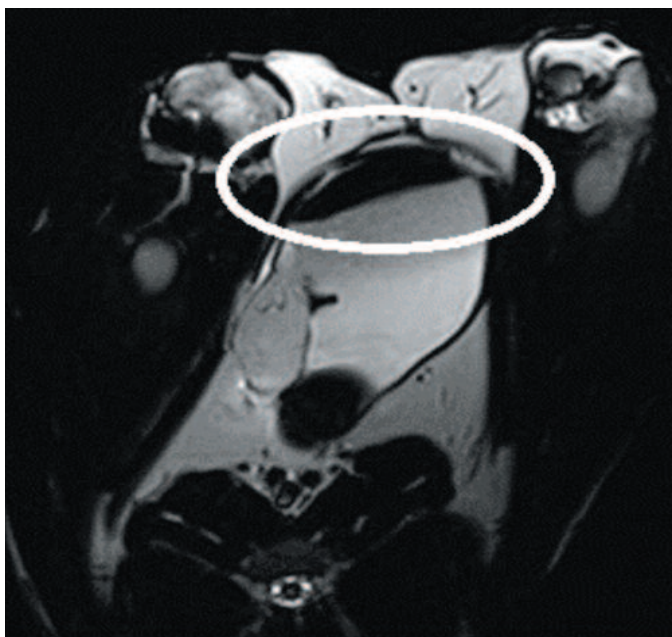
Мочевой пузырь кролика при магнитно-резонансной томографии
